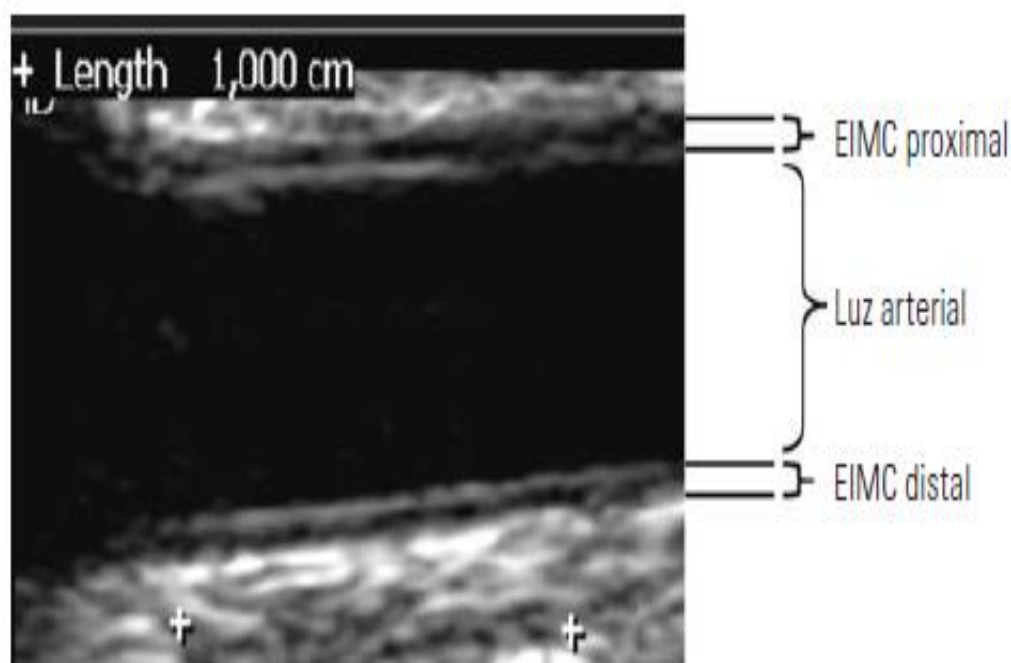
Espessura das camadas íntima e média da artéria carótida comum por ultrassonografia.
